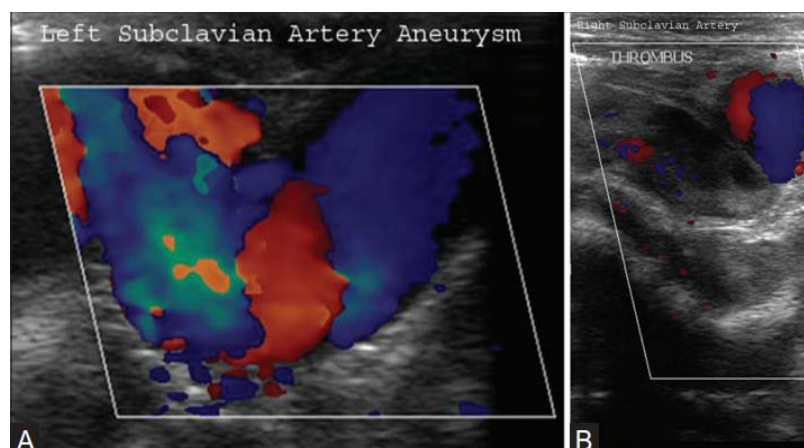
image en doppler couleur montre un anévrisme non thrombosé de l'artère sous-clavière gauche (A) ; Anévrisme partiellement thrombosé de l'artère de la sous-clavière droite (B). (33)
